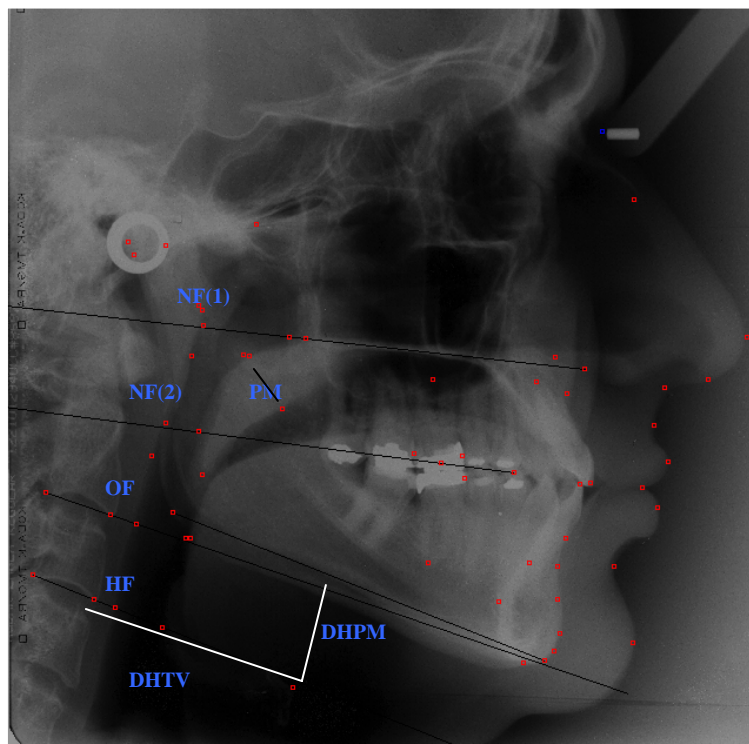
Radiografia cefalométrica lateral com o traçado utilizado para as análises
